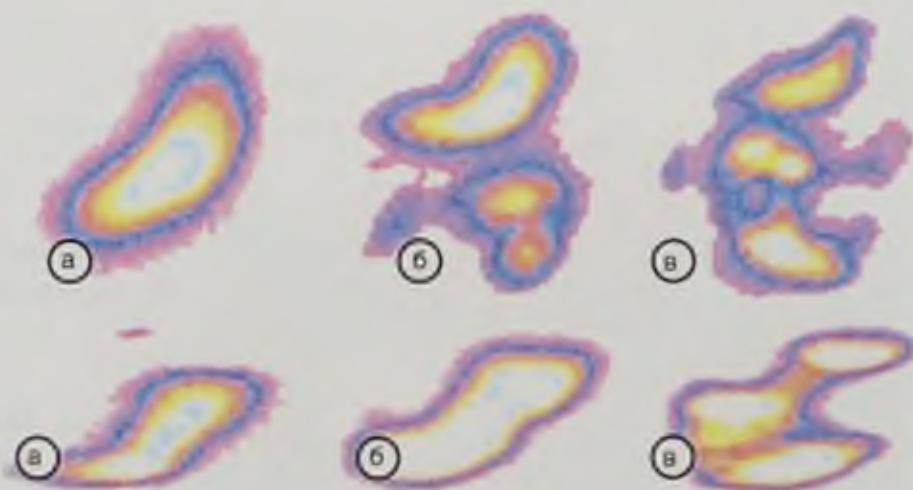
Сцинтиграфические изображения желудка и кишечника на 1 мин (а), 27 мин (б) и 90 мин (в) гастросцинтиграфического исследования в норме (верхний ряд) и при замедлении желудочной эвакуации функционального характера (нижний ряд)
